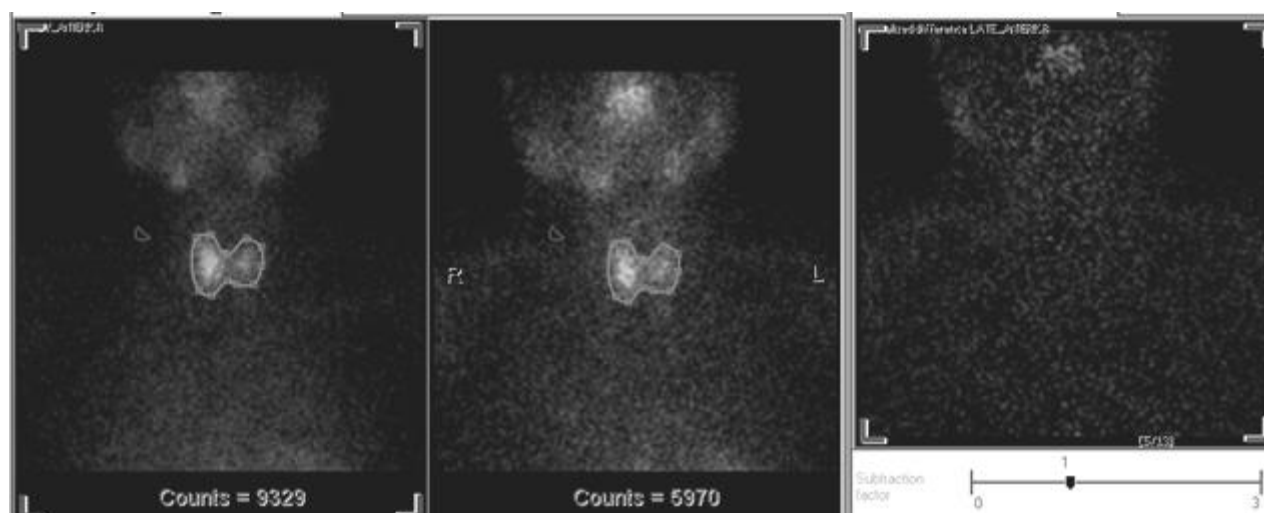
Сомнительный результат двухфазной сцинтиграфии с МИБИ, который может соответствовать норме, множественному поражению ПЩЖ с низкой оксифильностью (при этом видно слабое накопление РФП только в нижней левой ПЩЖ), аденоме ПЩЖ с быстрым клиренсом, очаговым изменениям ЩЖ справа.
